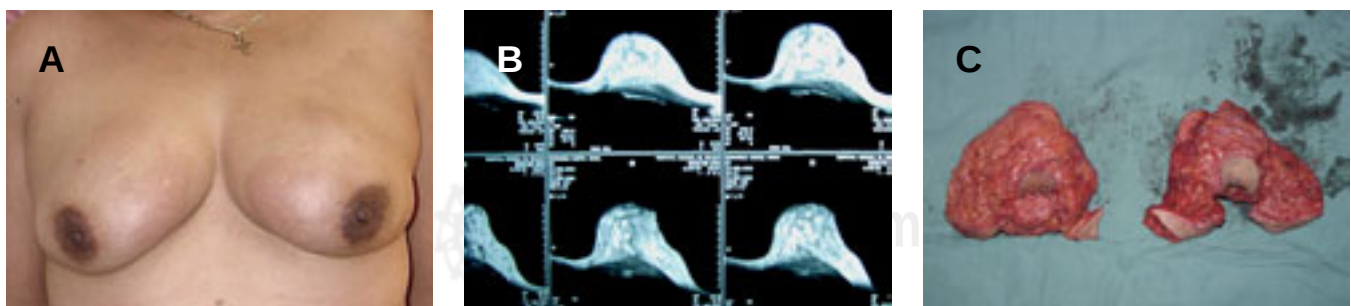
Paciente 1. A: Preoperatorio. B: Ultrasonido en el que se observa patología mamaria por modelantes. C: Producto de mastectomía por mastopatía por modelantes.
